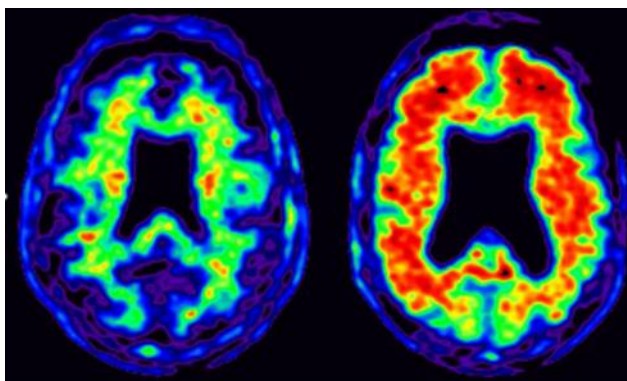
Tomografía de emisión de positrones con florbetapir en un paciente sano (izquierda) y un paciente con enfermedad de Alzheimer (derecha). Los colores cálidos indican alta acumulación de amiloide (Lane C. A. y cols., 2017¹).
